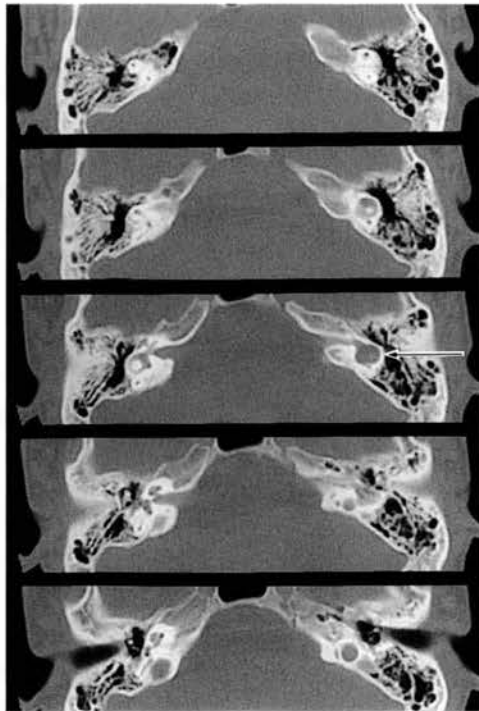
症例1のCT像。右側は正常、左側では内耳道が狭いのに加え、前庭から外側半規管にかけて正常な構造が認められず、ひとつながりの無構造な洞状のものが見られる(矢印)。内容物の性状は不明である。左の蝸牛は発見し得ない。
